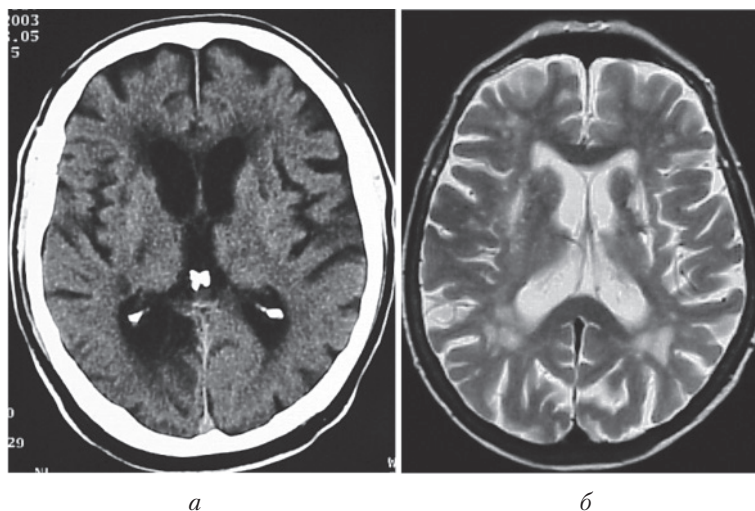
Комп'ютерна томографія хворого К. з печінковою енцефалопатією II стадії до (а) і після (б) лікування
